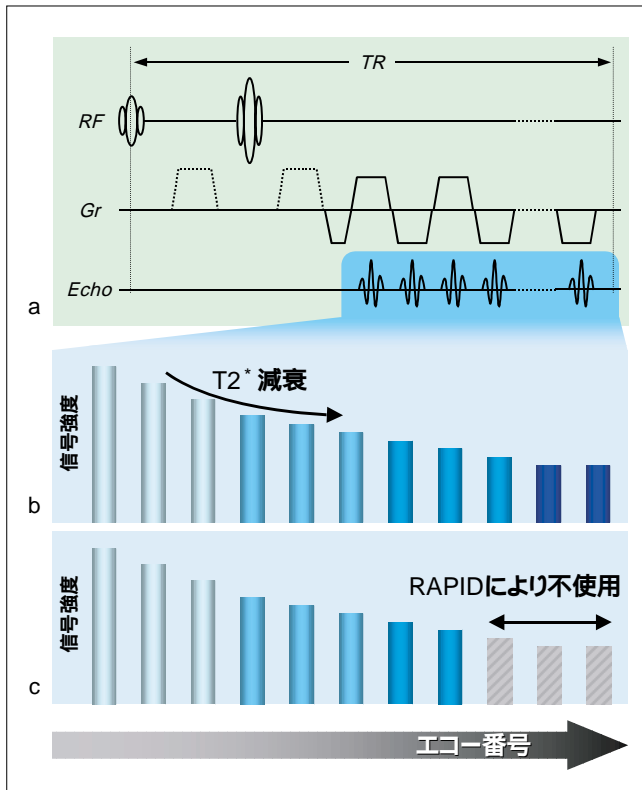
DW-EPIシーケンスとエコー信号の減衰
